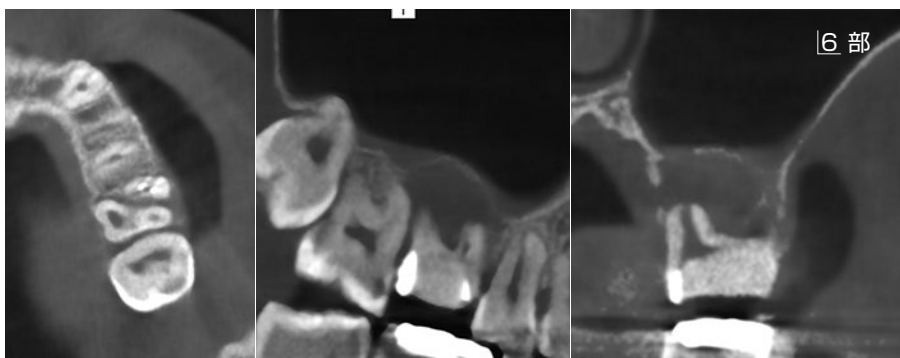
術前のCT所見。骨吸収が大きく初期固定を得るのが困難だと予想されるため抜歯早期埋入を計画した。抜歯後8週程度待って、初期固定が得られる程度の骨の回復と歯肉部の治癒を待ってからインプラント埋入手術を行うこととした。
